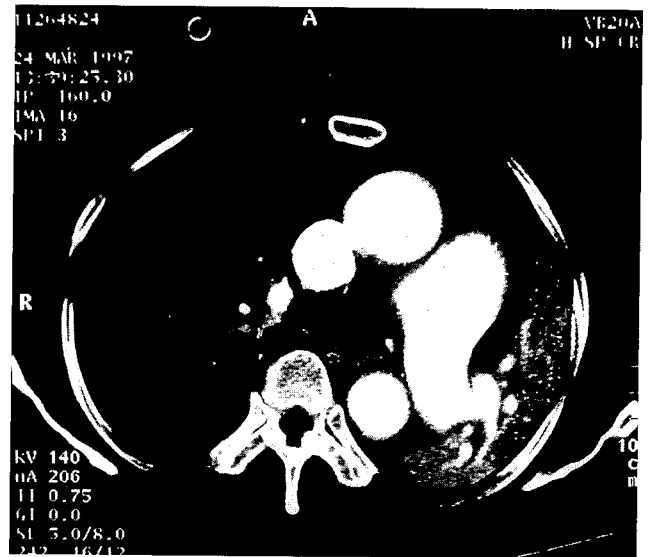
Preoperative chest CT
